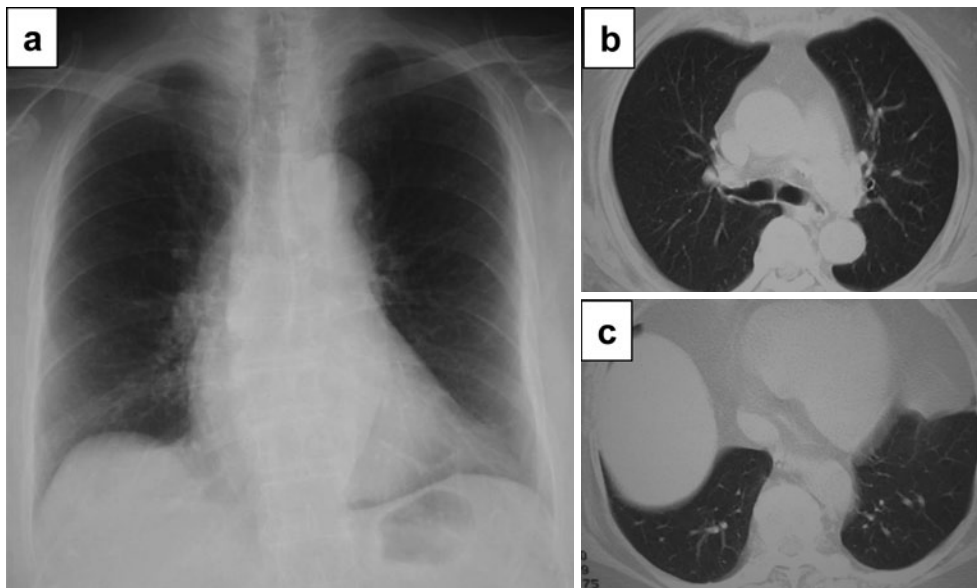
(a) Chest radiograph on 22 days after the admission, demonstrating complete remission of bilateral pulmonary infiltrations. (b, c) Chest CT on 22 days after admission, demonstrating that bilateral lung infiltrations and consolidations had completely disappeared.
